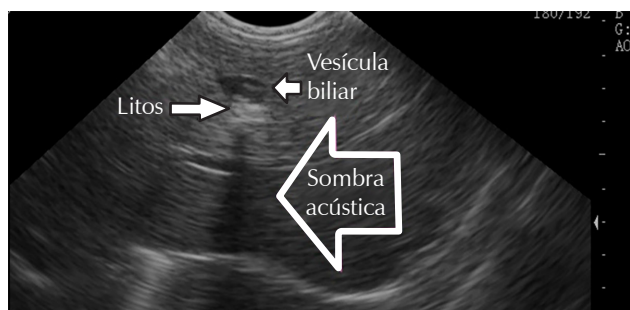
Ultrasonido abdominal: destacan los litos en la vesícula biliar que muestran sombra posterior.
